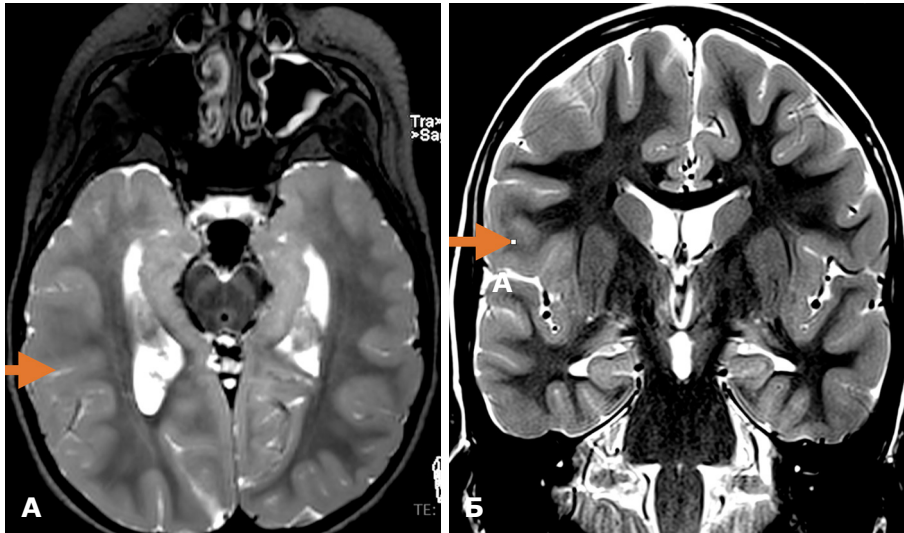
Доопераційна МРТ хворої Т.: А – аксіальний зріз; Б – коронарний зріз. Дифузна кортикальна дисплазія правої лобово-скронево-тім'яної ділянки
